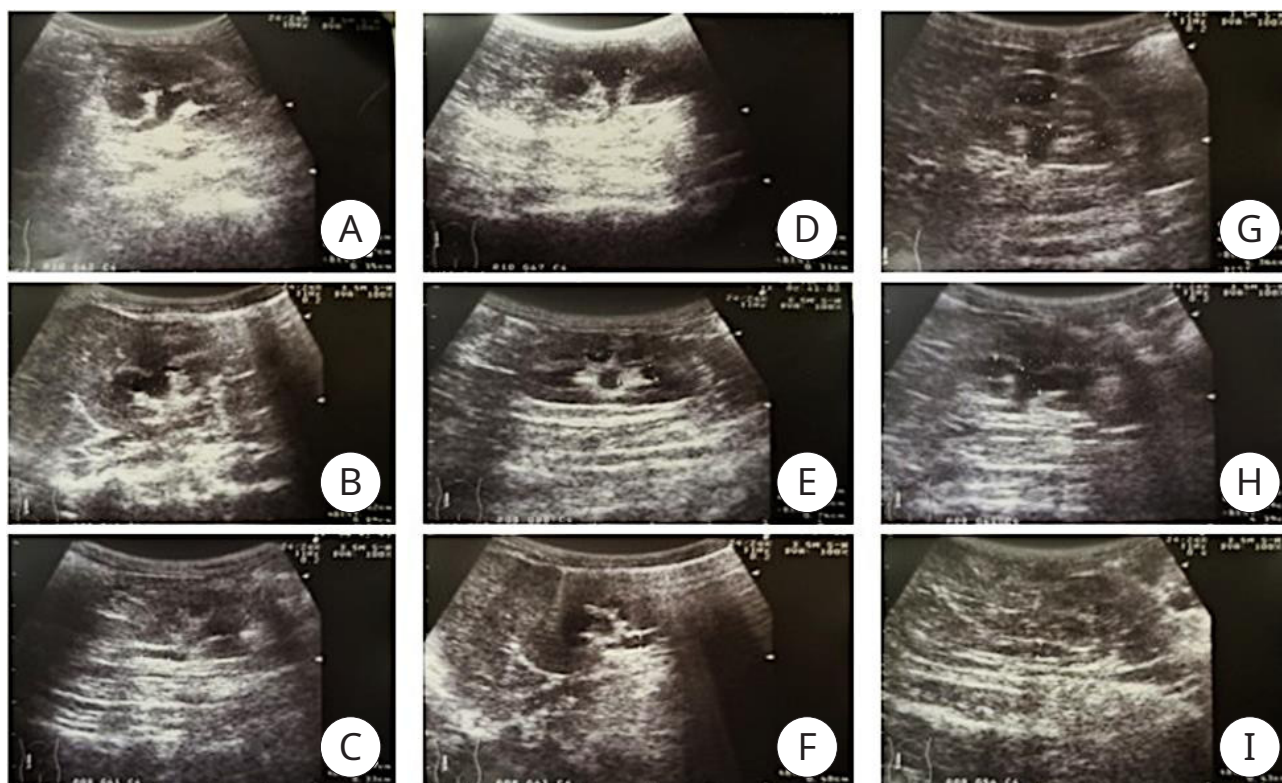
УЗИ почек кроликов на 2-е сутки послеоперационного периода (A, D, G) и перед выводом животных из эксперимента (B, E, H). УЗИ лоханочно-мочеточникового сегмента (C, F, I) — указанные изменения выявлялись на 2-е сутки и без динамики визуализировались на протяжении всего периода наблюдения
